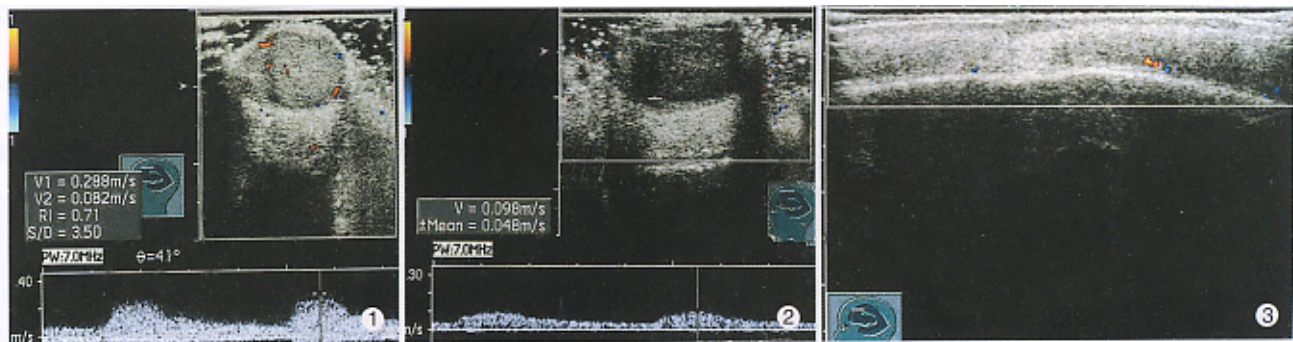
彩色多普勒血流显像示头皮肿物血供丰富 图 2 注射治疗 2 d 后, 瘤内血供明显减少 图 3 超声随访, 局部其皮、皮下组织连续, 未见肿物
